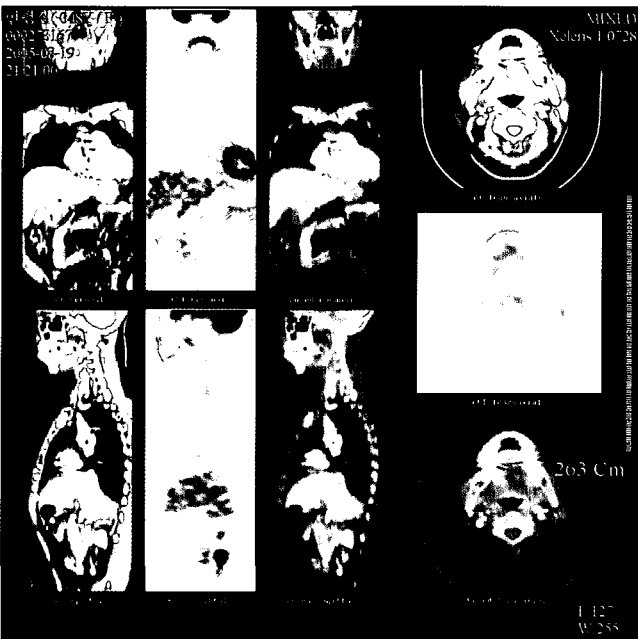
Follow-up PET/CT scans. No abnormal FDG uptake in the right lateral border of tongue.
